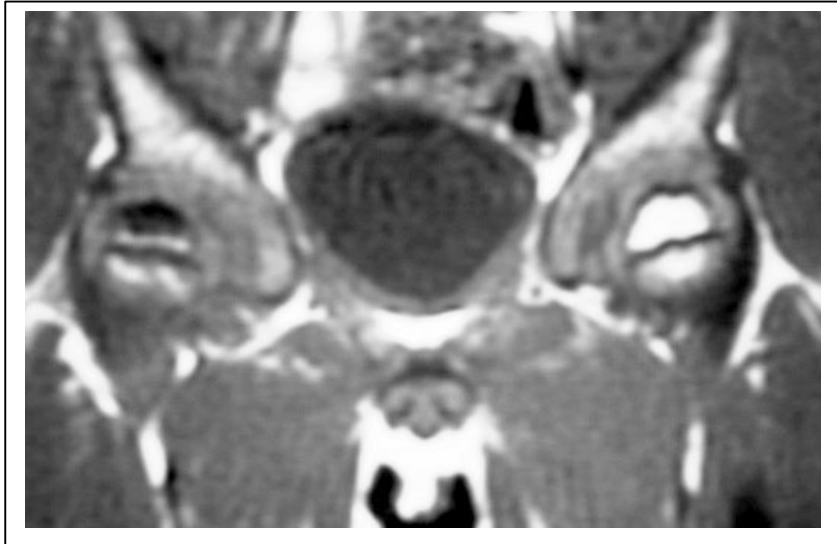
IRM en T1 : la tête est nécrosée, image noire.
